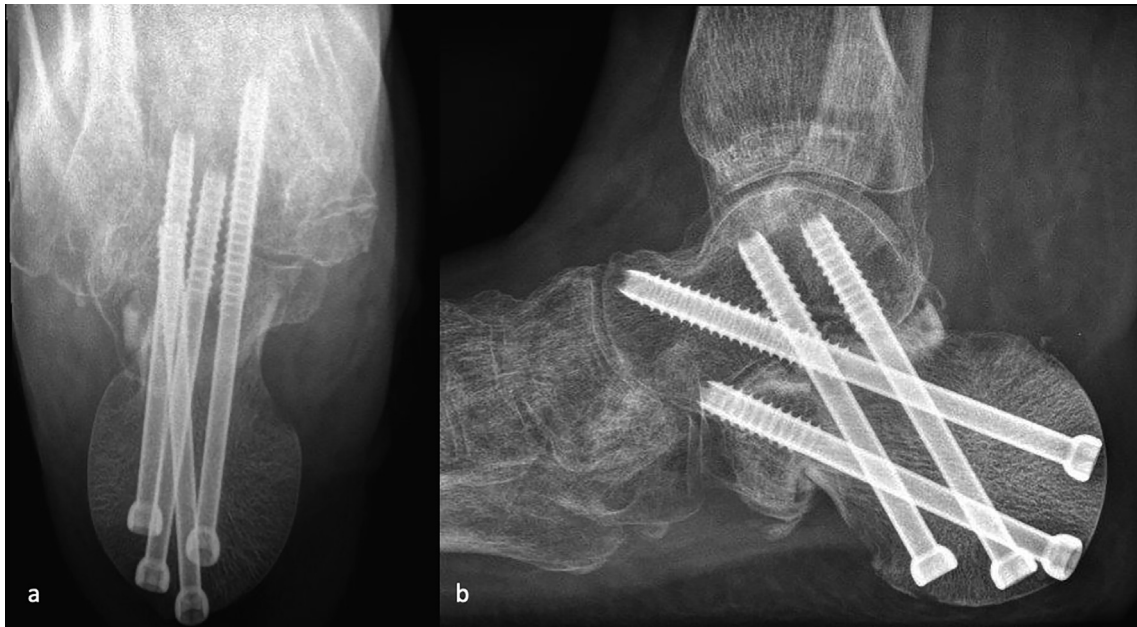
a&b: (a) Axiales und (b) laterales Röntgen des Calcaneus 7.5 Monate postoperativ. Es zeigt sich eine beginnende Fusion zwischen Rest-Calcaneus anterior und dem Collum femoris sowie subtalar zwischen Talus und allogenem Strutgraft ohne Hinweise für Schraubenlockerung oder Implantatversagen.
